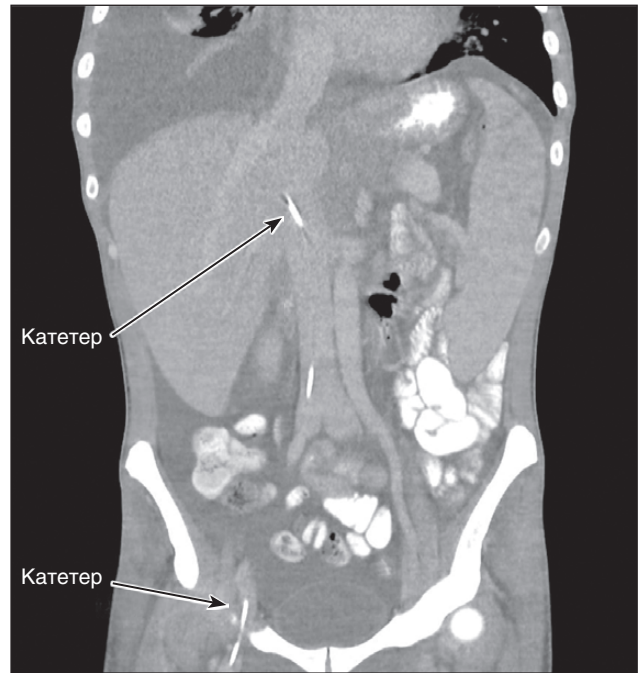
Celsite™PICC-Cel після встановлення (контроль за даними КТ)
